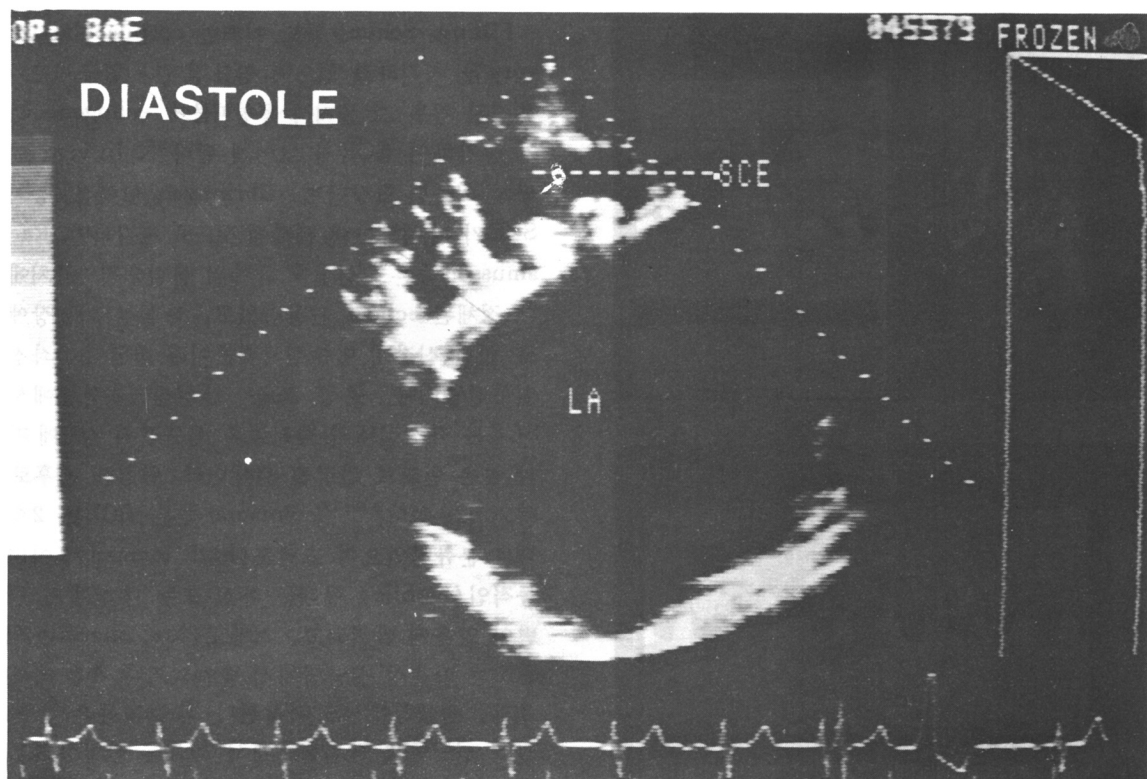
SCE in the left ventricle of case 2 patient at diastole, apical 2 - chamber view.
